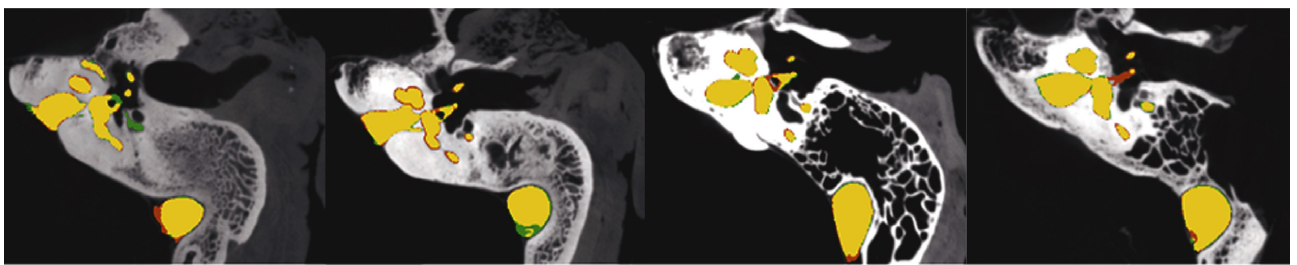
基于 PWD-3DNet 模型自动分割颞骨矢状位 CT<sup>[8]</sup> (绿色代表真实值,红色代表预测分割标签,黄色代表二者之间重叠区域)
